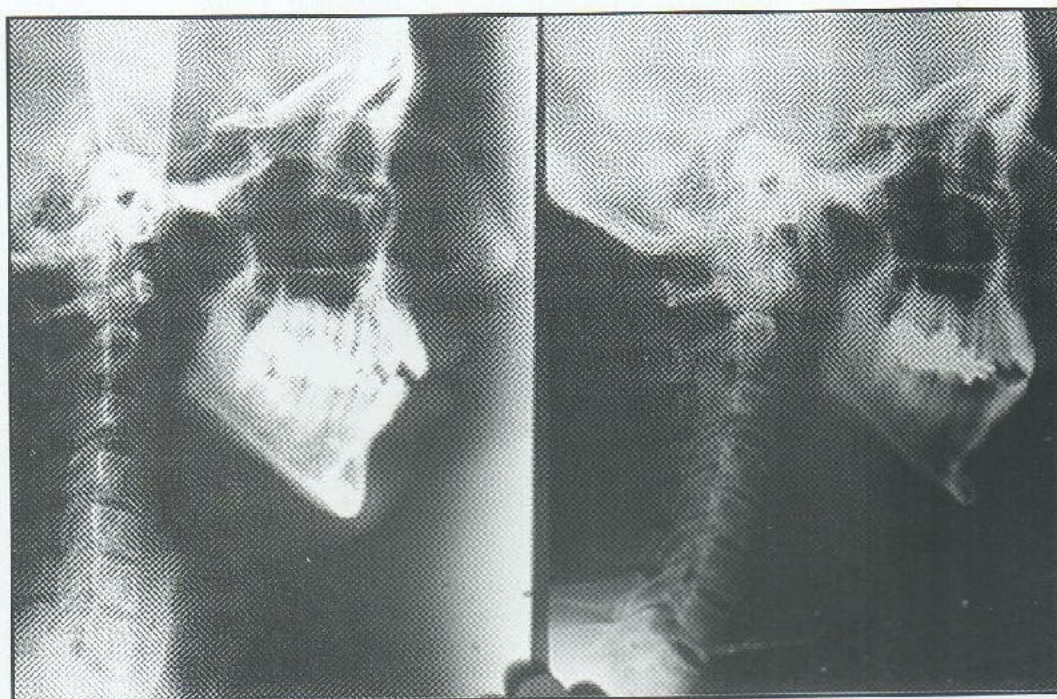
Telerradiografia lateral da esquerda realizada no início do tratamento, mostrando a retificação da coluna cervical; a telerradiografia da direita foi feita um ano após o término do tratamento e mostra a recuperação da lordose cervical fisiológica e sua estabilidade.
